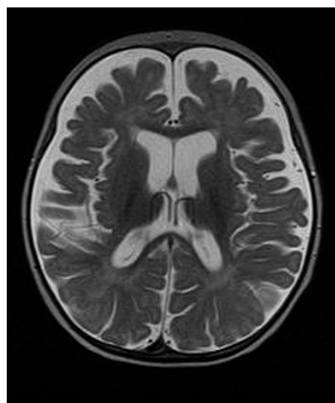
RMN alla diagnosi: ampliamento degli spazi liquorali periencefalici fronto-temporali e delle cavità ventricolari di significato atrofico, lieve atrofia del verme cerebellare, corpo calloso modicamente assottigliato, ipofisi di dimensioni ridotte e mielinizzazione ritardata in rapporto all'età e corrispondente a circa 6 mesi.
